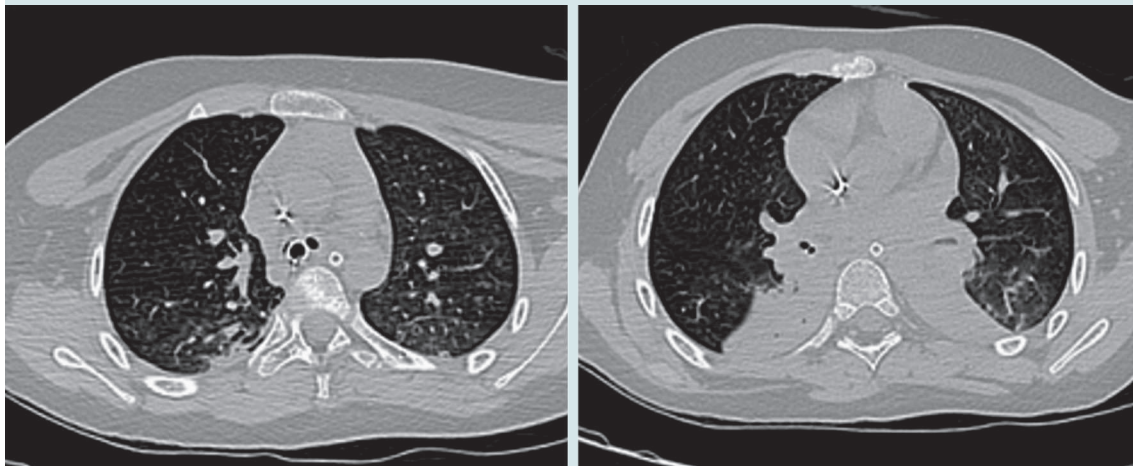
Tomografía axial computada de tórax: se observa consolidación basal y atelectasias en lóbulo basal bilateral.
